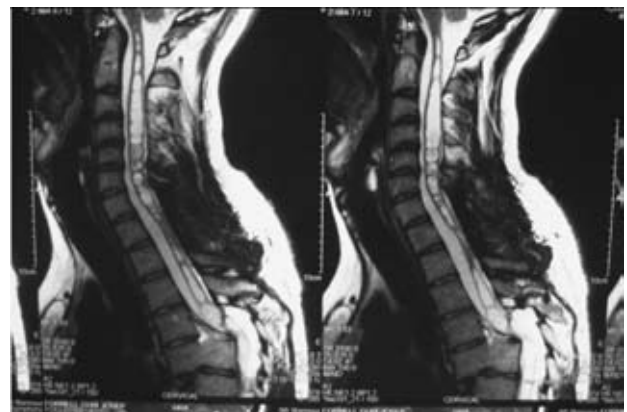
RM cervicotorácica que muestra una grave afectación medular del tipo siringomielia postraumática cervicotorácica.
